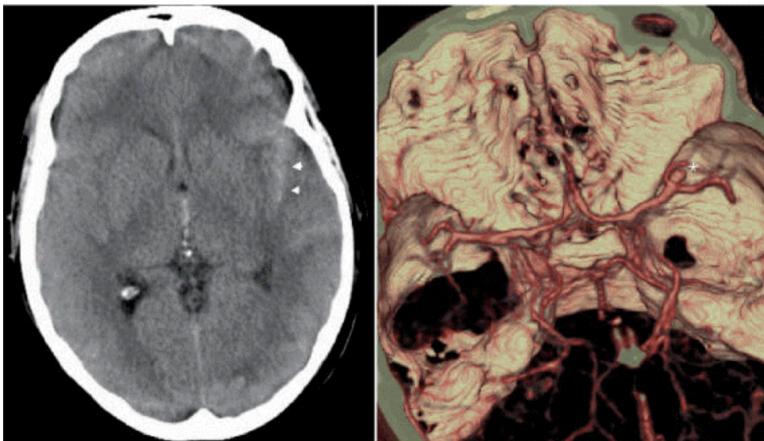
TAC y angio-TC en cefalea secundaria por causa vascular.
